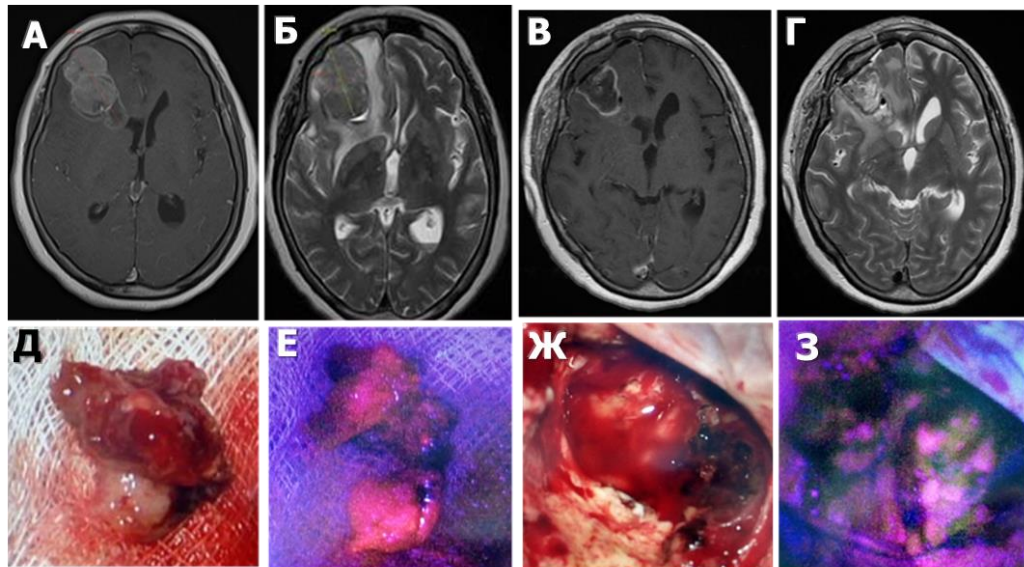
Ж., 63 лет. Клиническое наблюдение 30. Дооперационное МРТ у пациентки с метастазом меланомы в правой лобной доле. А и Б: МРТ в T1 и T2 режимах до операции с контрастированием, аксиальные срезы; В и Г - МРТ с контрастированием в T1 и T2 режимах после операции, Д - удаленный узел с перифокальным отеком, Е - яркое свечение узла меланомы, Ж - вид послеоперационной полости после операции в белом и З – вид послеоперационной полости во флуоресцентном режиме.
